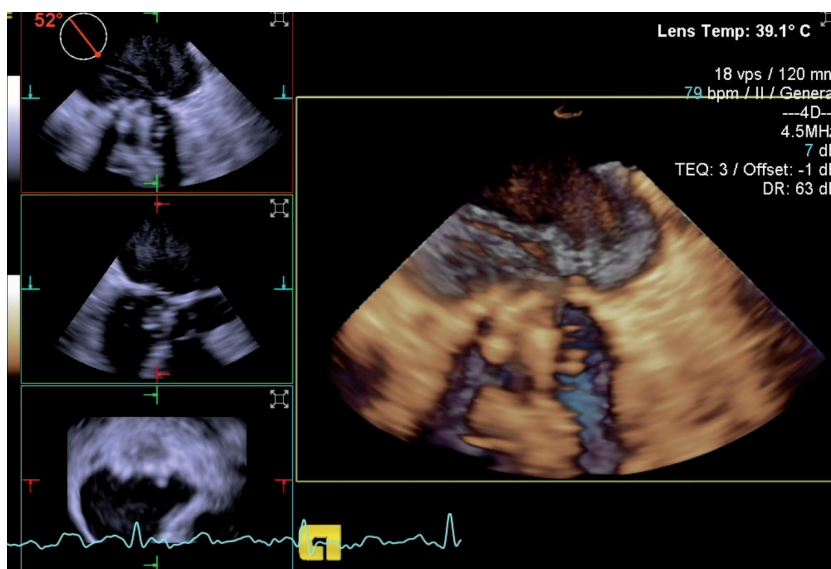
Dvojdimenzionálna transezofágová echokardiografia – obmedzený pohyb 1 z kridieliek na protetickej náhrade (zdroj: databáza VÚSCH)
